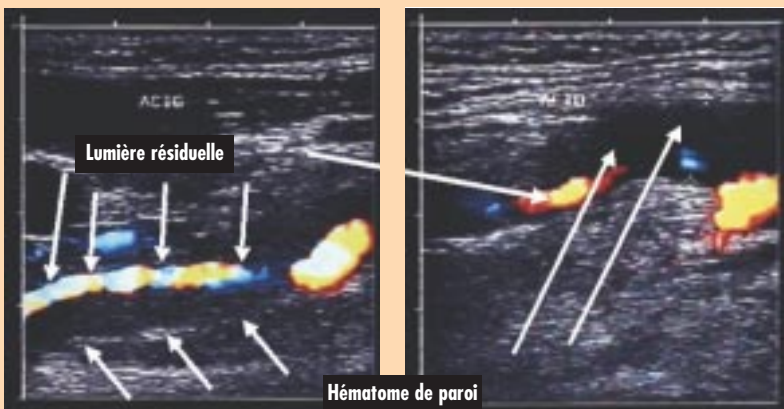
Échographie de l'artère carotide montrant la lumière résiduelle (en couleur, flèches) et l'hématome de la paroi (flèches) qui élargit le calibre de l'artère.
